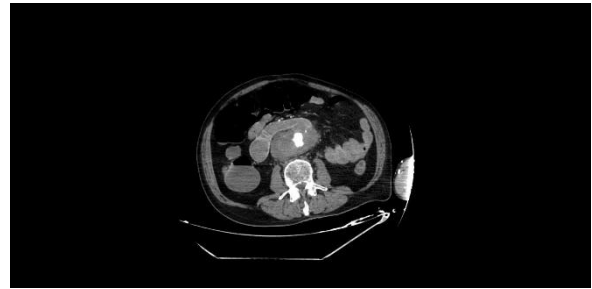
Patients with Preoperative Contrast Abdominal Tomography.
